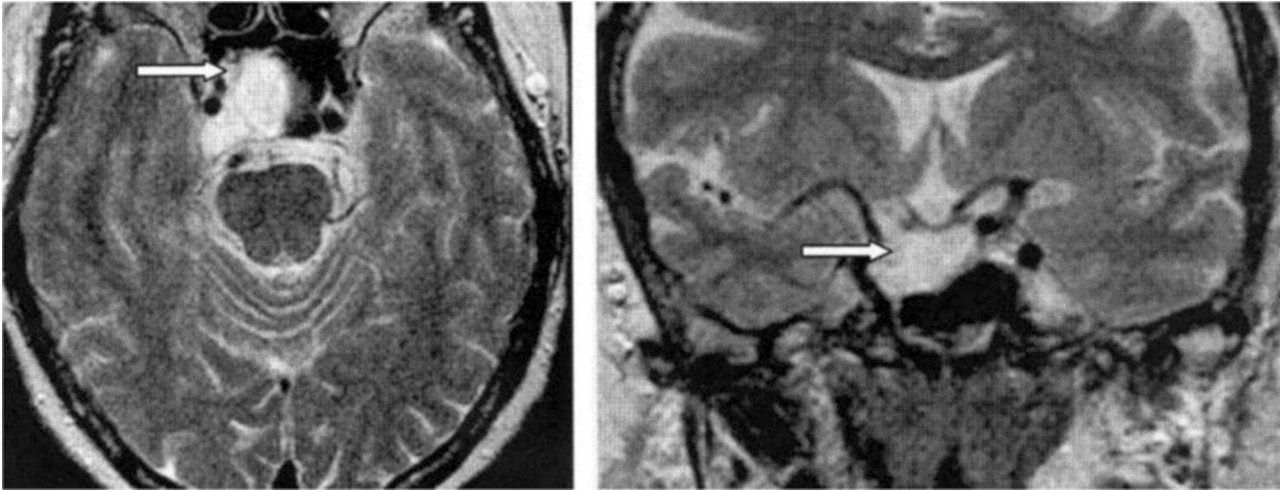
МРТ головного мозга ребенка З. — инвазия ретинобластомы в головной мозг с образованием опухоли в области хиазмы справа (со стороны энуклеации)
